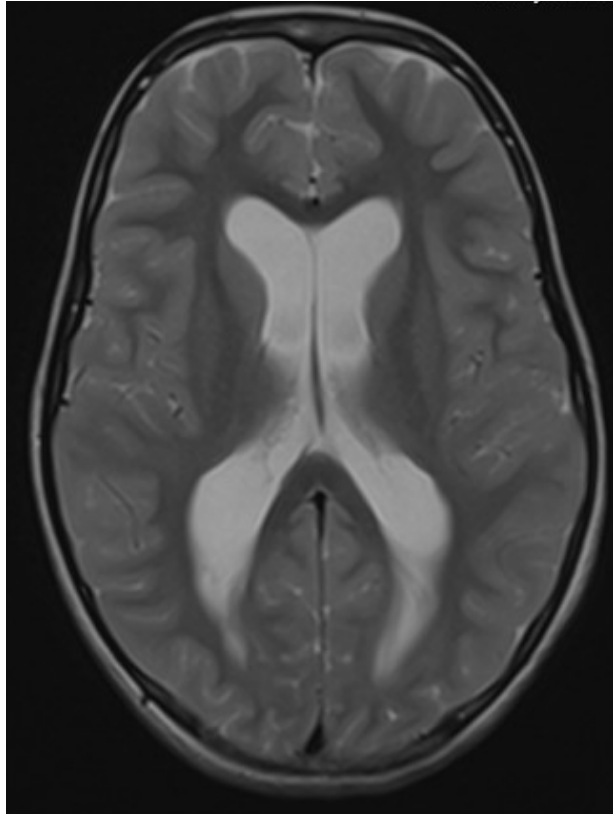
IRM en pondération T2 mettant en évidence une dilatation ventriculaire.*
